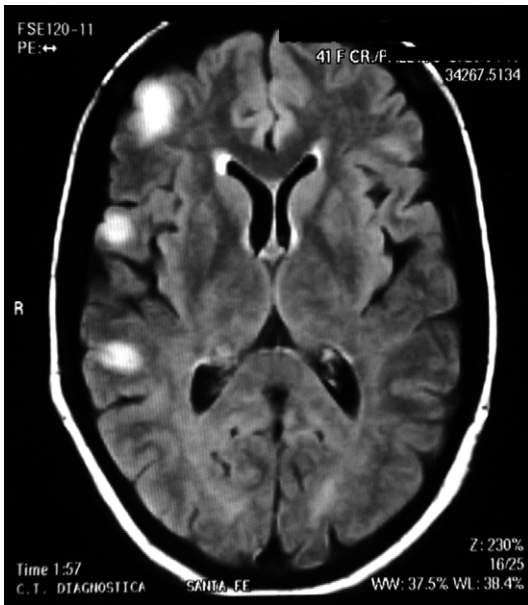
RM de cerebro que muestra lesiones hiperintensas en T2 en la región derecha frontal, temporal y parietal.
